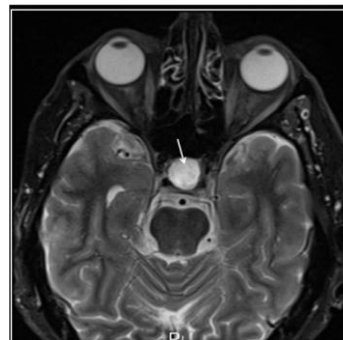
T-2 weighted MR images showing intermediant to high signal intensity related to CSF leak (arrows).
